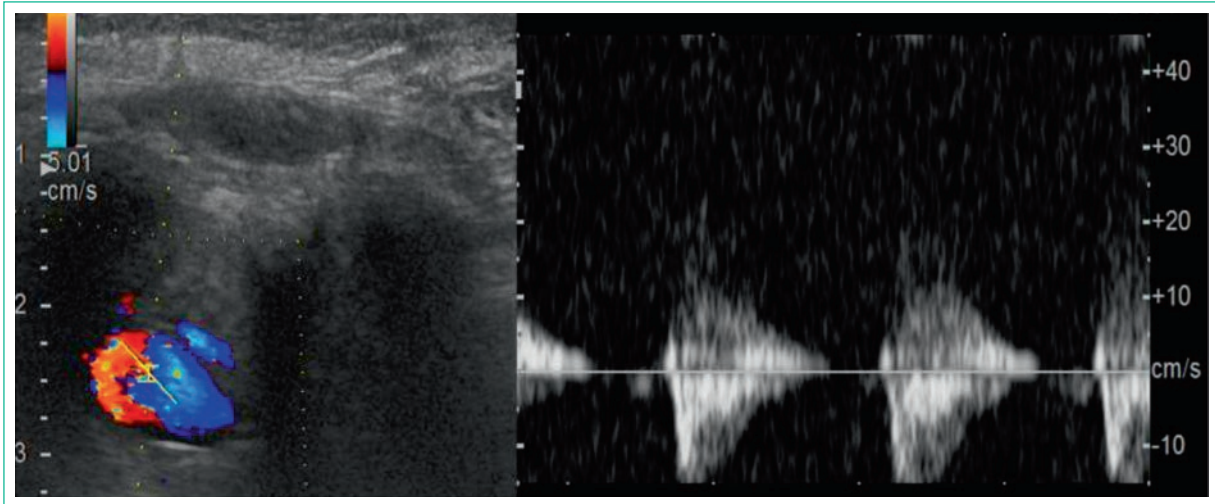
Ecografía Doppler peneana, donde identificamos imagen ovoidea anecoica y bien definida, de 11,7 mm, la cual en modo Doppler color muestra imagen de «yin-yang», y su relación con arteria cavernosa derecha, hallazgos compatibles con pseudoaneurisma.
